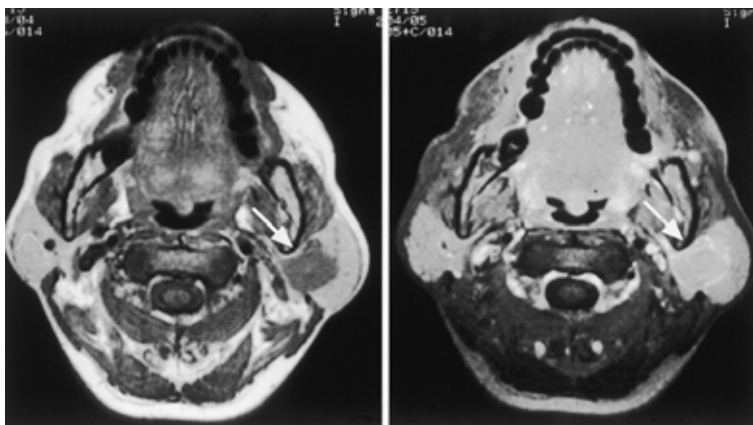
On admission, a T1 weighted MRI image (Lt) of the neck shows low signal intensities, and a T2 weighted image (Rt) shows isointense signals in the left parotid gland.
